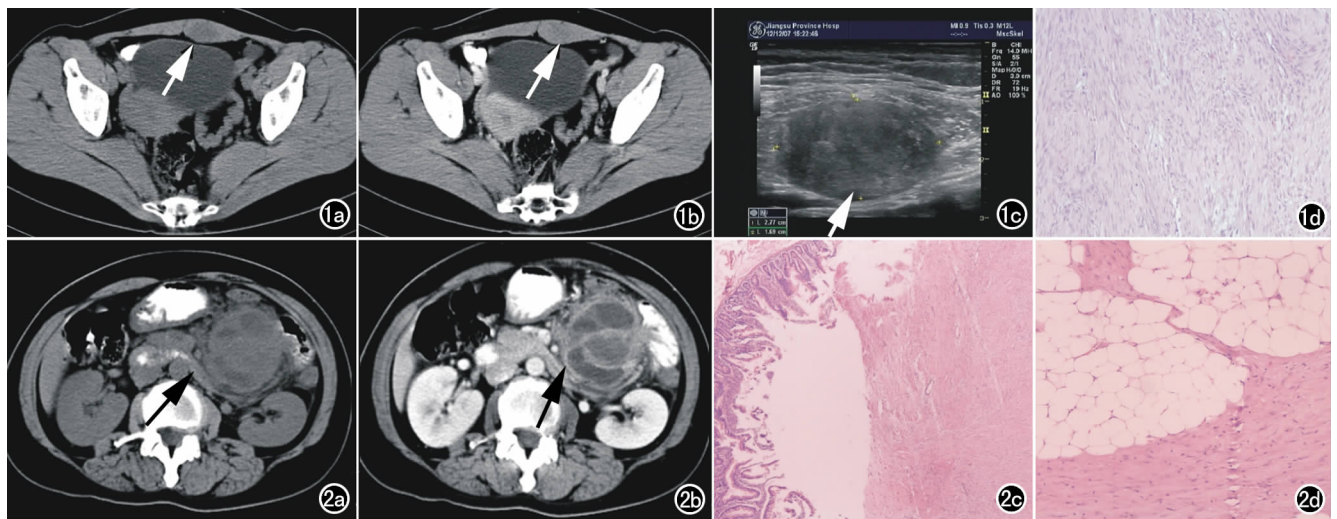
左腹直肌硬纤维瘤。a) CT 平扫示左腹直肌下段梭形软组织肿块(箭), 密度均匀, 稍低于肌肉, 与周围肌肉分界欠清, 大小约 2.8cm×1.5cm, CT 值约 34HU; b) CT 增强示左腹直肌肿块(箭)中度均匀强化, 边缘不清; c) B 超示肌层内 2.8cm×1.7cm 不均质低回声区(箭), 内见血流信号, 可探及高阻动脉血流频谱; d) 镜下可见增生的纤维梭形纤维母细胞和胶原纤维, 纤维母细胞核染色质稀疏, 未见异形性及核分裂, 细胞呈平行状排列, 符合硬纤维瘤改变(×100, HE)。图 2 腹腔内(肠系膜)硬纤维瘤。a) CT 平扫示左中下腹腔内类圆形不均匀软组织影(箭), 边界不清, 周围脂肪间隙模糊; b) CT 增强示肿块(箭)环状强化, 强化明显。胰腺体尾部呈受压表现; c) 镜下符合硬纤维瘤改变, 肿瘤累及小肠壁(×40, HE); d) 浸润肠外脂肪组织(×100, HE)。
